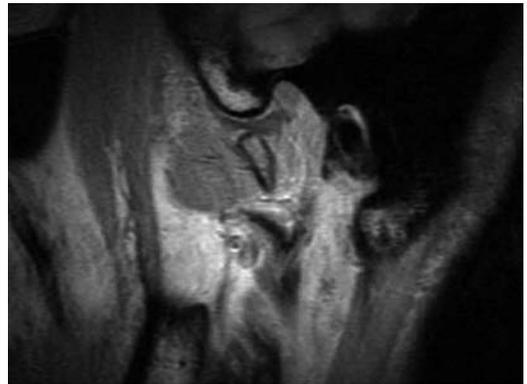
術前の左側顎関節 MRI 所見（プロトン密度強調画像、開口時）
